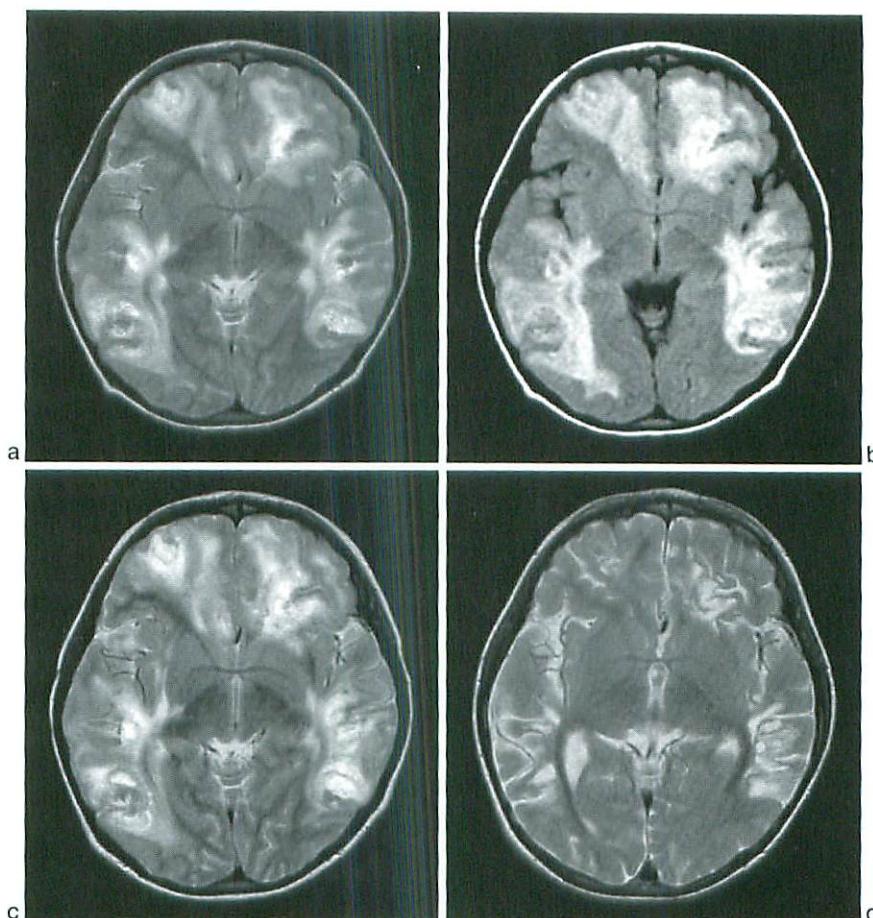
a, b : MR T2WI (a) and FLAIR (b) taken on day 24 of hospitalization after methylprednisolone therapy. The images show progression of bilateral asymmetric hyperintensity lesions in the frontal and occipital lobes with hemorrhage in the subcortical white matter of both occipital lobes.
